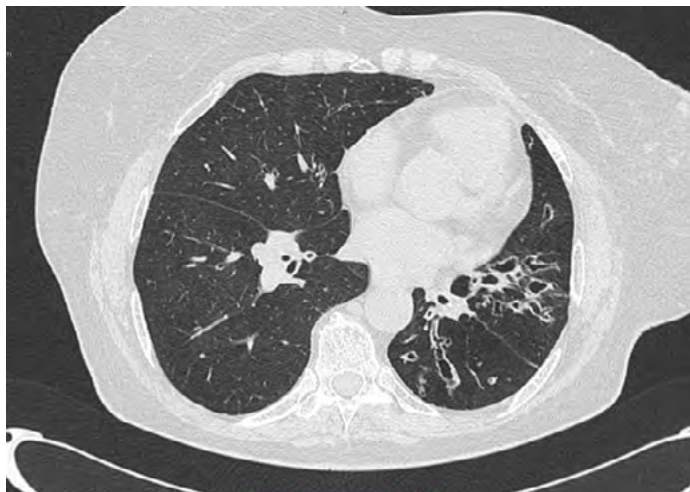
МСКТ ОГП, аксиальный срез. Признаки кистозной бронхоэктазии на фоне гипоплазии легочной ткани.
